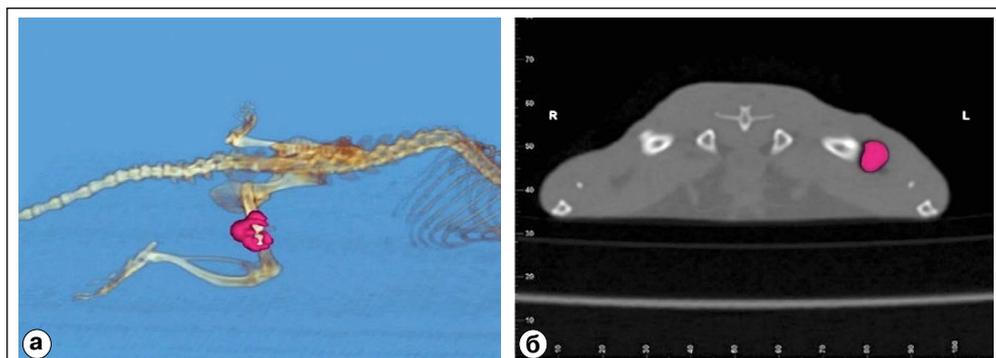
Компьютерные томограммы: непосредственное измерение объема газовой полости (выделена розовым цветом): а) 3D-реконструкция; б) аксиальный срез.
